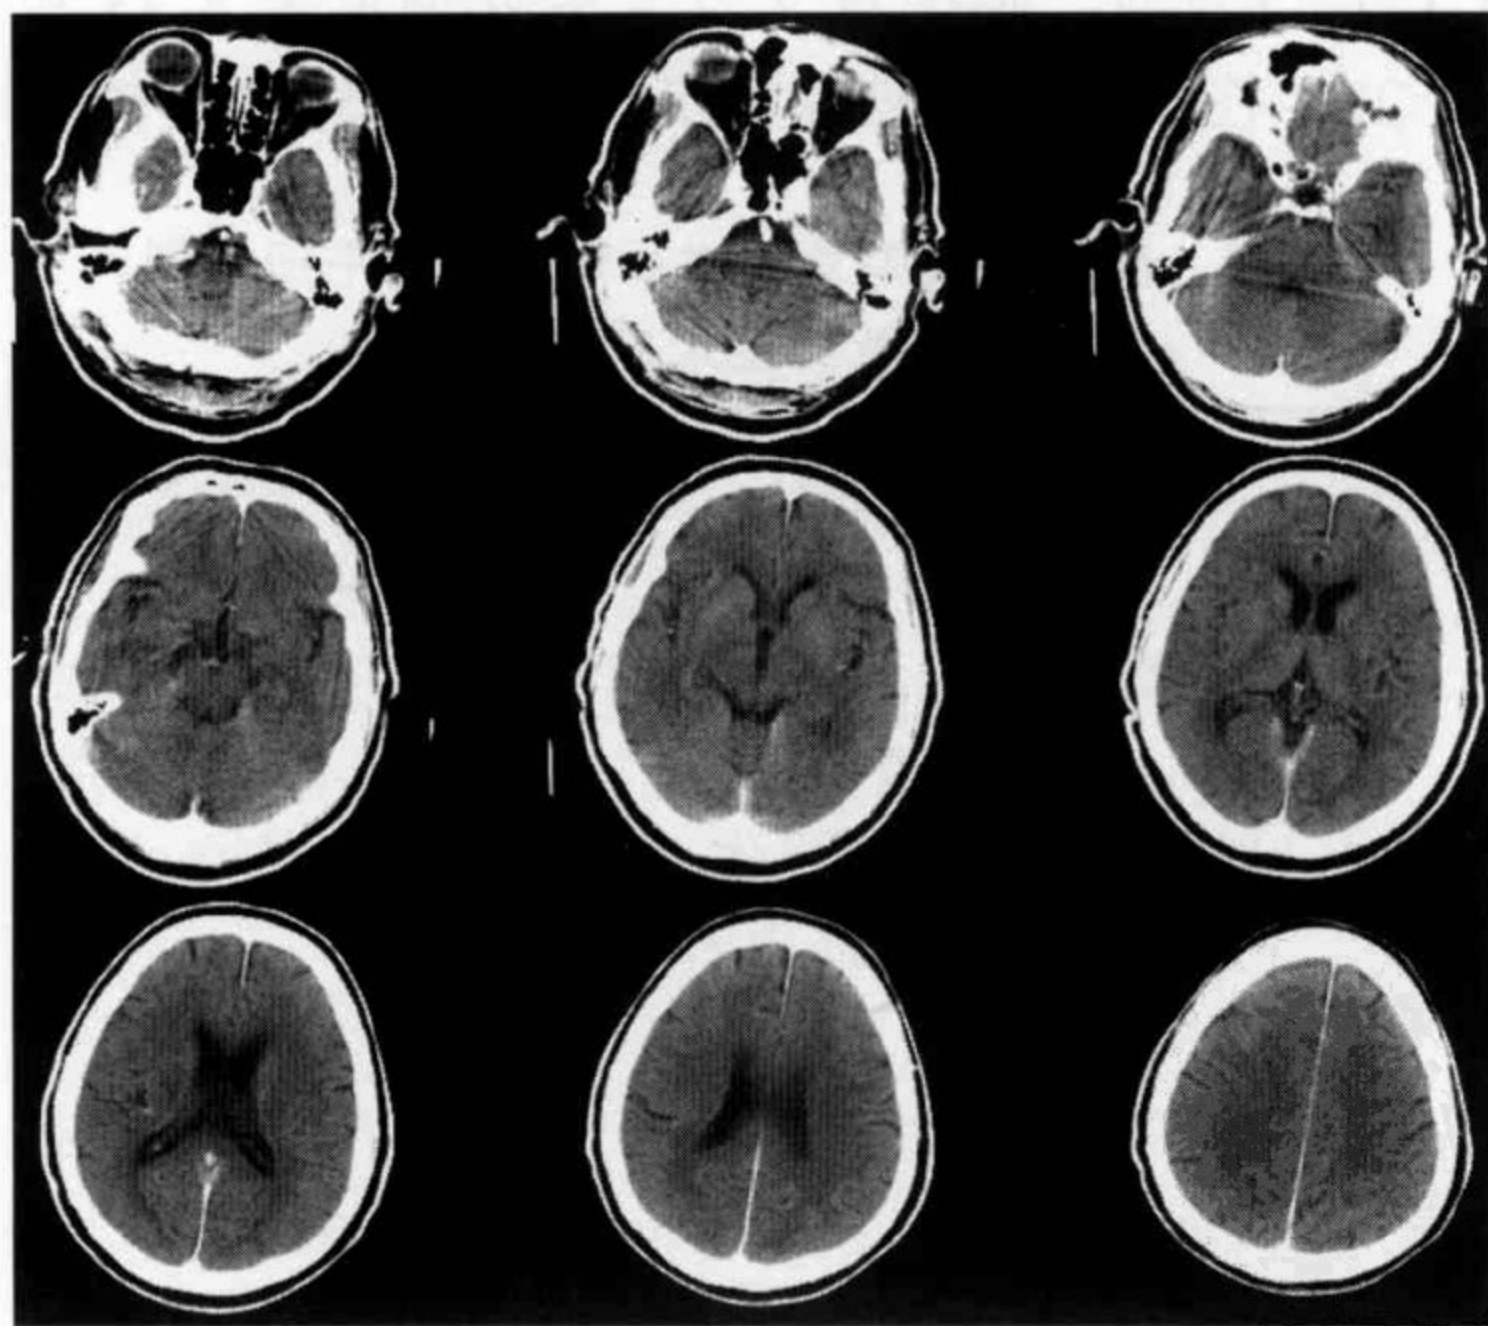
基底动脉支架置入术后即刻 CT 平扫 I 型表现
